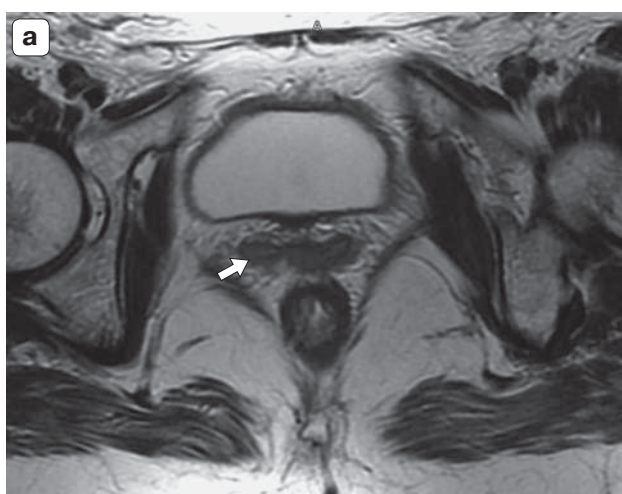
МР-томограммы таза больной РВл (стадия III по FIGO, T2bN1M0). а – аксиальная T2ВИ-проекция с малым полем обзора FOV, определяется инфильтрация задней стенки влагалища с инвазией в паракольтпийную клетчатку (стрелка); б – сагиттальная T2ВИ-проекция, линией отмечена рекомендуемая ось разметки косых аксиальных проекций с малым FOV, ориентированная перпендикулярно продольной оси влагалища.
